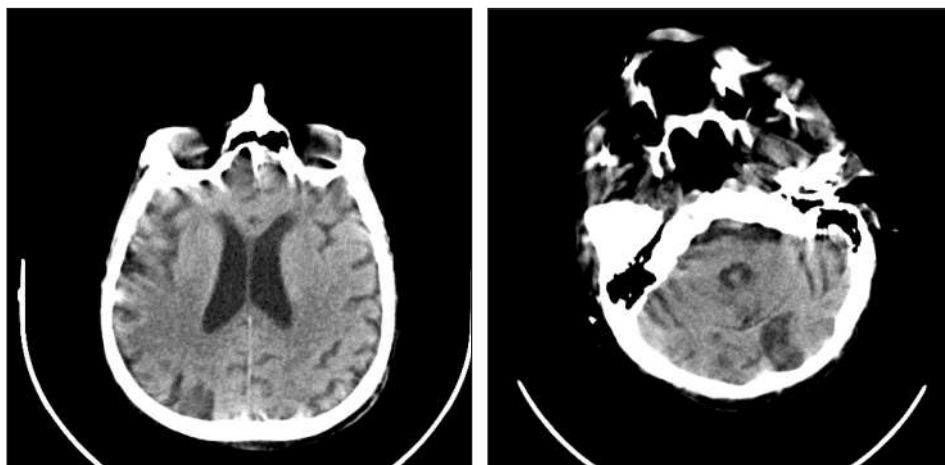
CT craniu, secțiune transversală: accident vascular cerebral cu aspect sechelar occipital bilateral. Sistem ventricular situat pe linia mediană, simetric, cu dimensiuni ușor crescute. Discretă atrofie fronto-temporo-parieto-occipitală bilaterală
